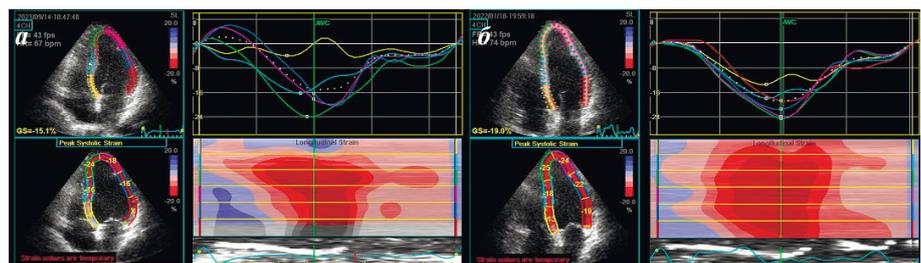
Результаты эхокардиографического исследования больной Г: а - исходно, б - после проведения радиочастотной абляции. Объяснения в тексте.
